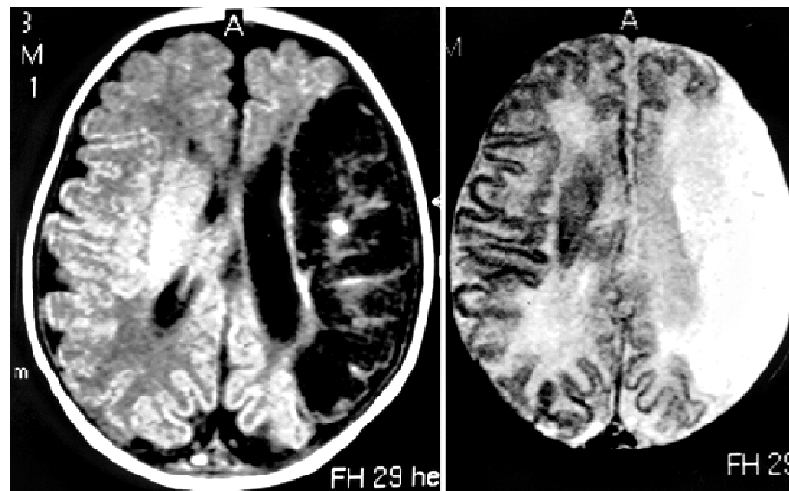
T1 and T2-weighted magnetic resonance demonstrating left infarct in the middle cerebral artery territory.
